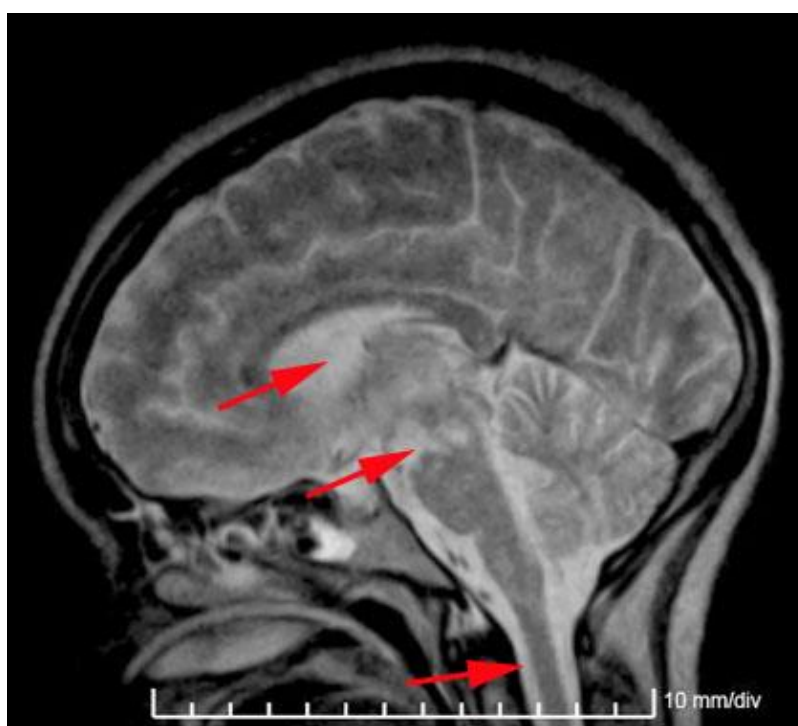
RMN (FLAIR); Lesiones hiperintensas en sustancia blanca, lóbulo temporal izquierdo, en región diencefálica, tálamo, tallo cerebral.
